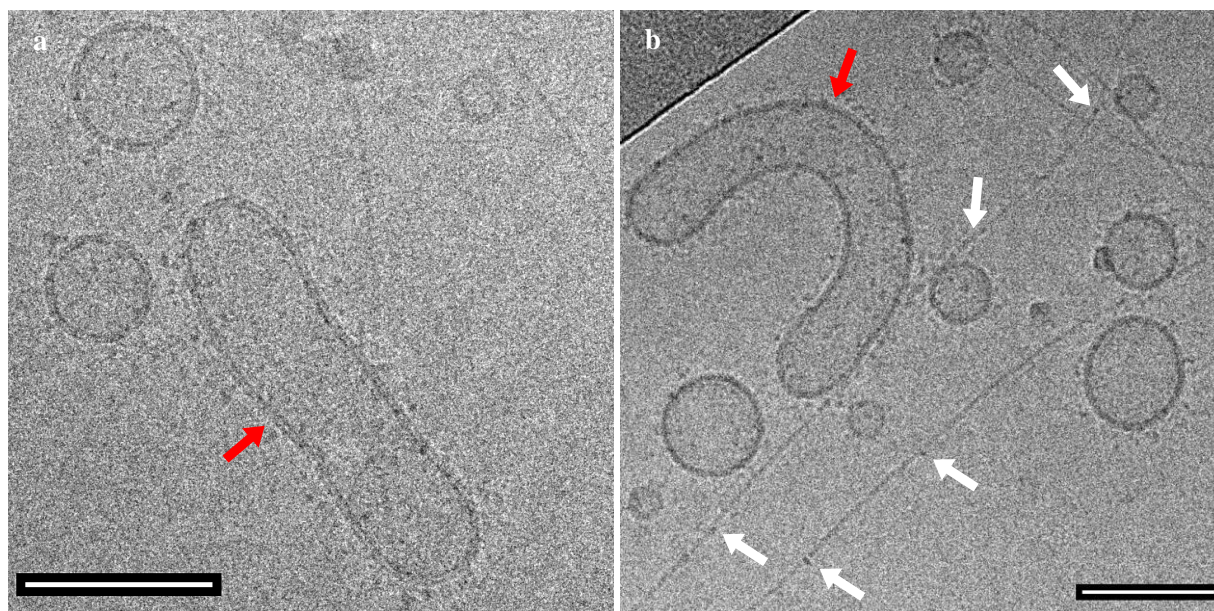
SUVs-AP₁ en présence de Fmoc-FFpY (0.01 mg.mL^{-1}) observées en cryo-TEM, a) et b) les SUVs-AP₁ déformées sont marquées avec une flèche rouge, b) les flèches blanches mettent en évidence les aspérités le long des fibres de Fmoc-FFY.
